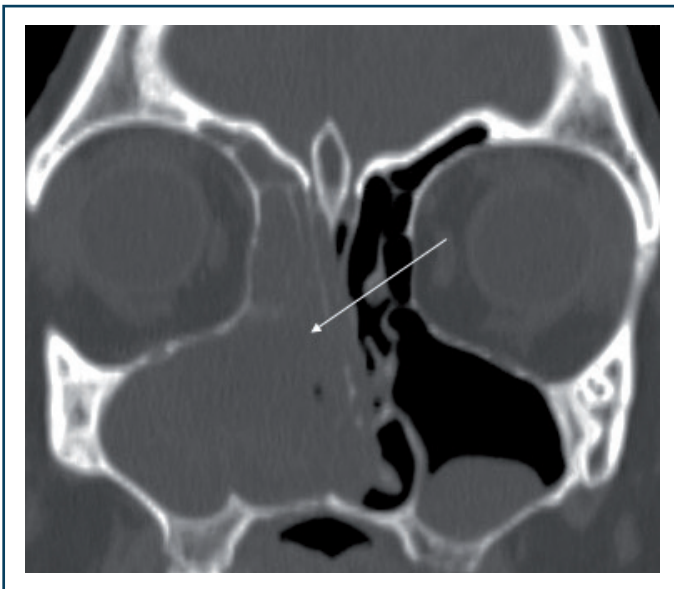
Pansinusite unilatérale (TDM).
